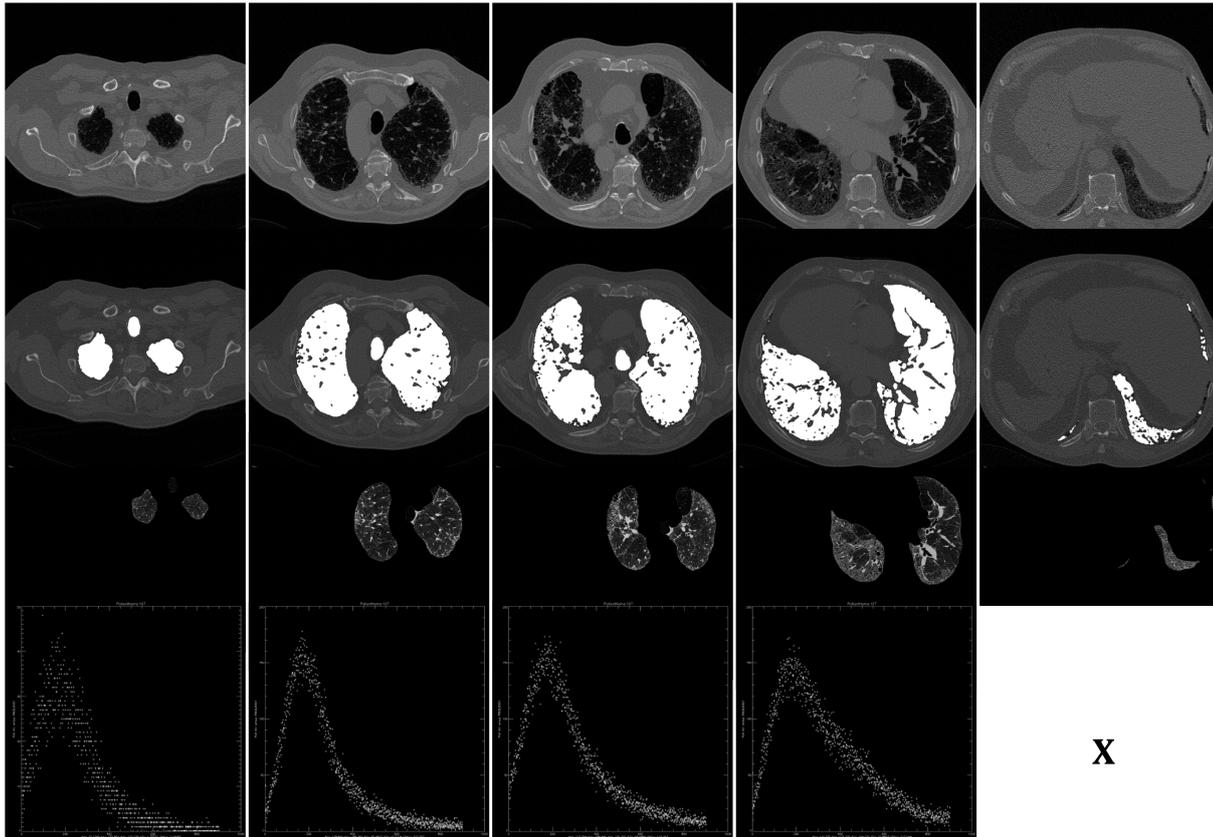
CT-Schnittbilder und dazugehörige Histogramme eines Fibrosepatienten
